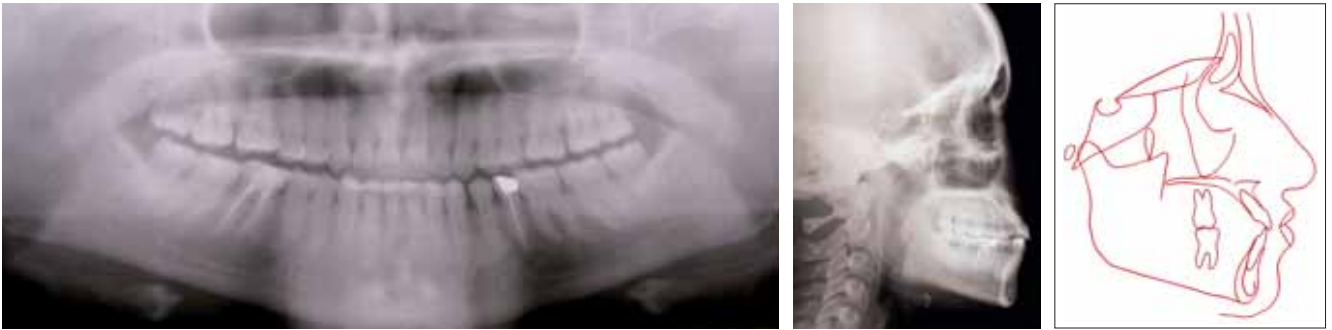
Panoramique, téléradiographie et tracé céphalométrique après traitement
